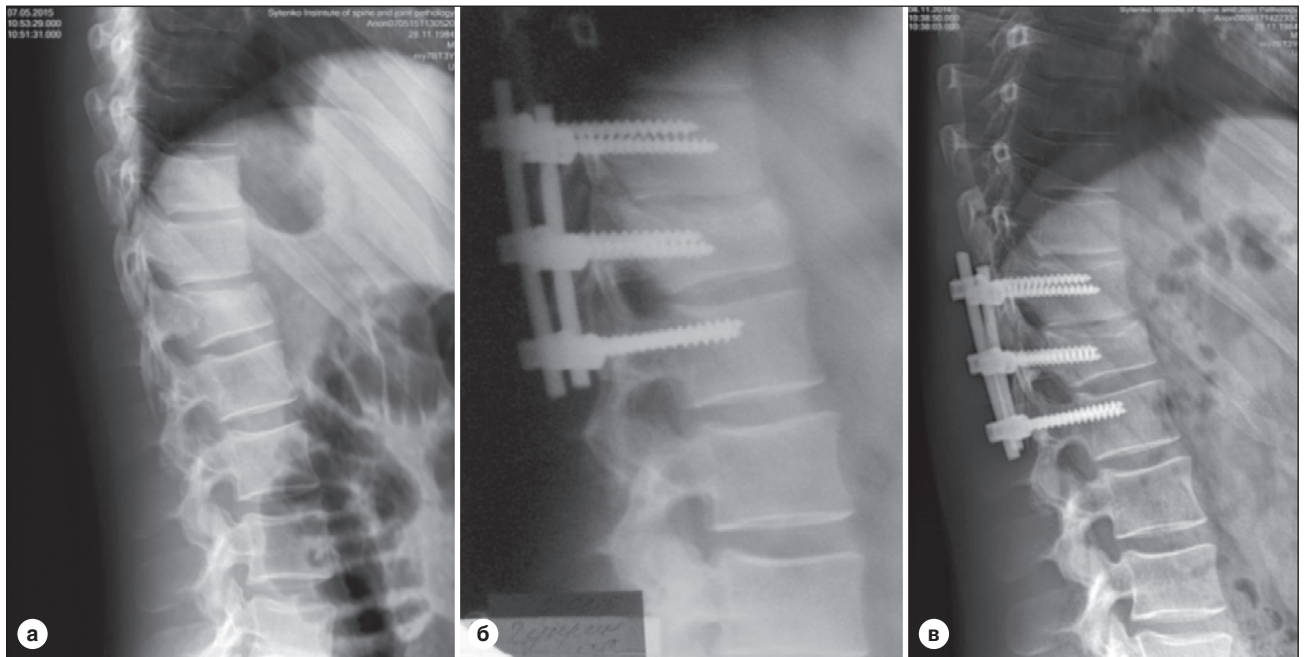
Рентгенограми хворого, який отримував лікування із застосуванням шестигвинтової транспедикулярної фіксації: а) після травми; б) після операції; в) через 1 рік після операції
